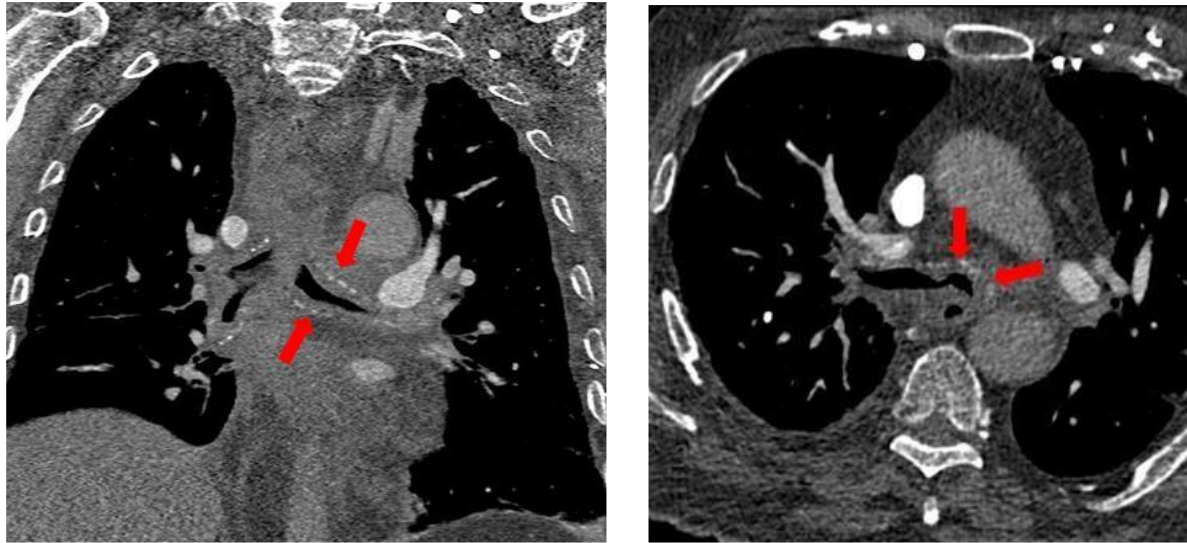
TC torácico. Marcado engrosamiento traqueal difuso y en bronquios principales
